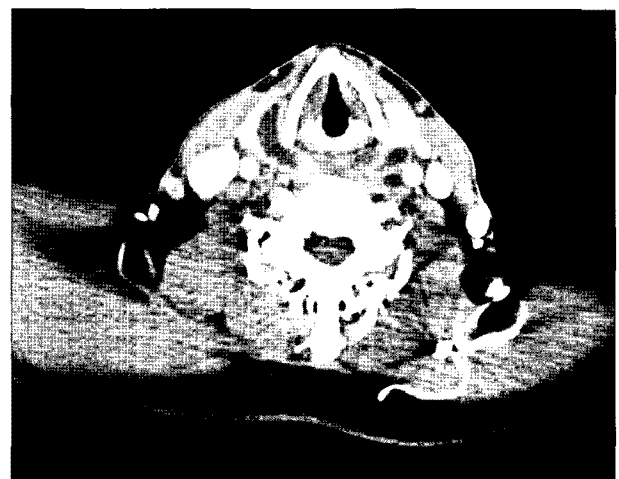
Chest computed tomogram shows multiple abscess pocket around the retropharyngeal and paratracheal area (Endo classification Type I).
